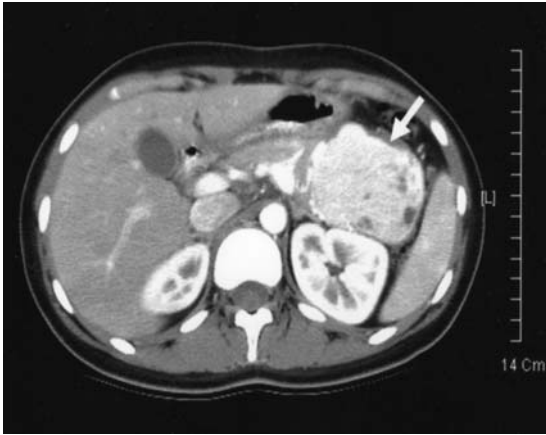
Contrast enhanced abdominal CT scan shows a well-encapsulated enhancing solid mass with cystic component of 6 x 5 cm in the tail of the pancreas.
